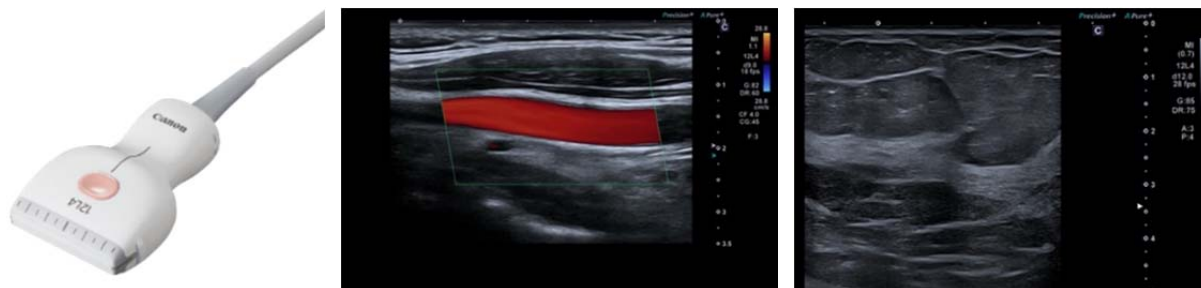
PLU-805BT: 外観(左)と頸動脈カラードプラ像(中央)、乳腺 B モード画像(右)
